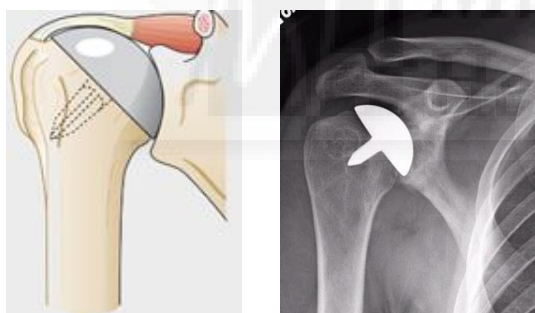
A) Prótesis de hombro de resuperficialización. A) Radiografía de un caso
